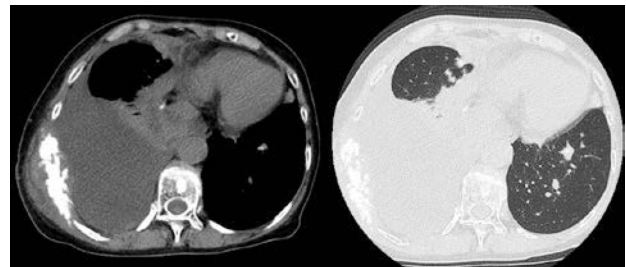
Contrast-enhanced chest CT on admission shows a mass on the right 9th rib and left lung nodules with calcification.
